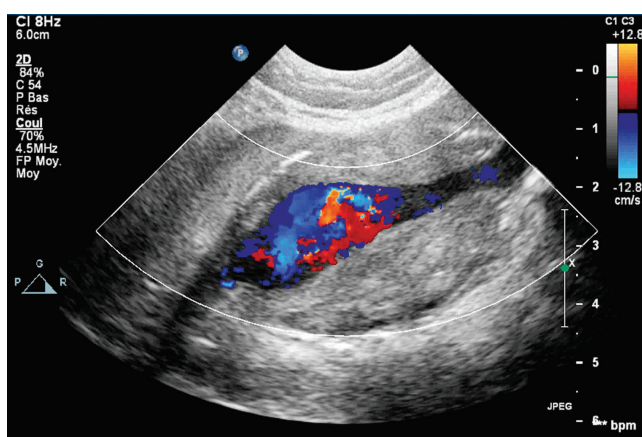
Vue échographique d'un anévrisme de l'aorte abdominale en mode doppler couleur en coupe sagittale.
